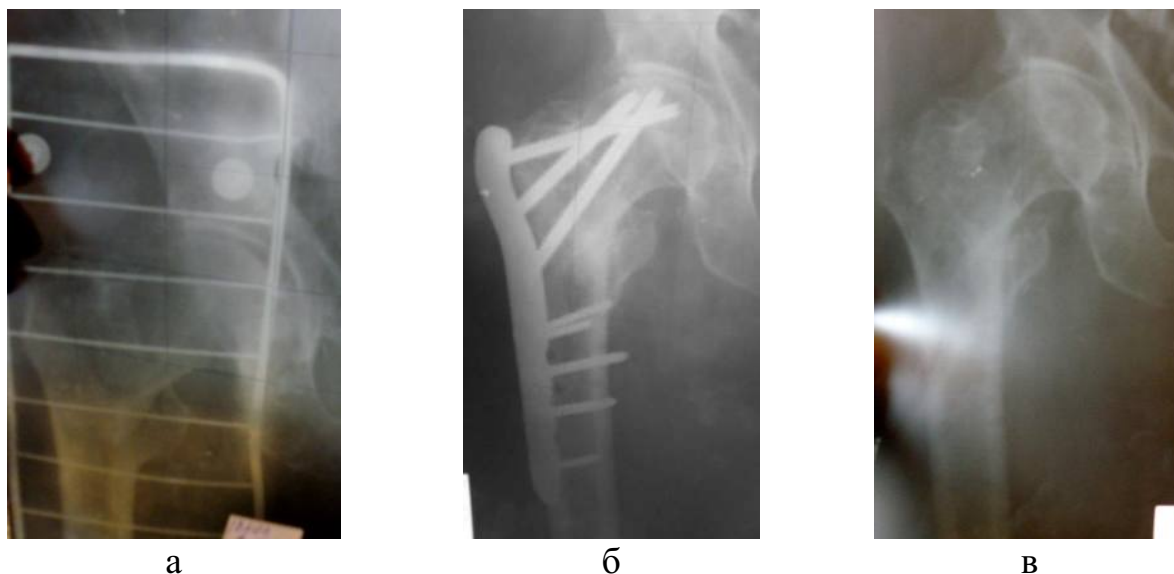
Рентгенограм пацієнта З., 77 років, закритий чрезвертлюговий перелом стегнової кістки зі зміщенням (31A2, III тип за Evans) до травми (а); через 12 міс. (б); після видалення конструкції (в).
